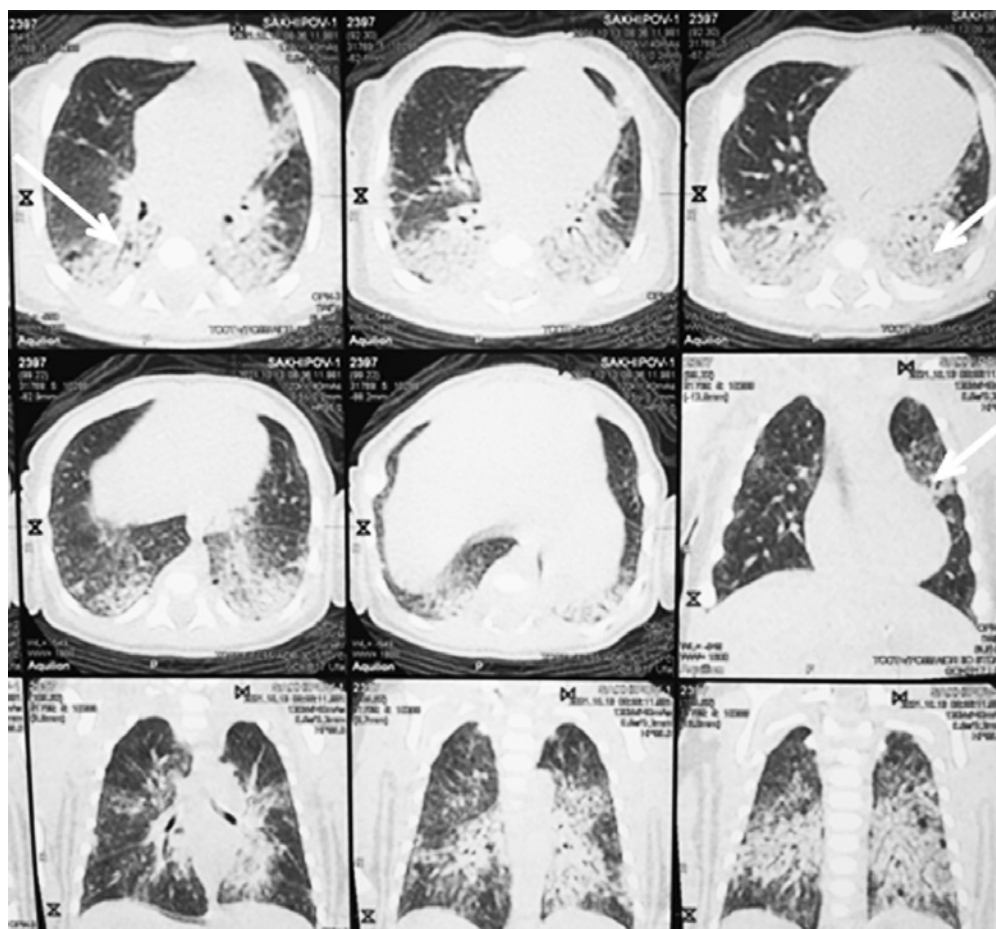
Компьютерная томограмма пациента. Возраст 9 сут. Стрелка указывает на множественные сливные инфильтративные очаги в обоих легких
